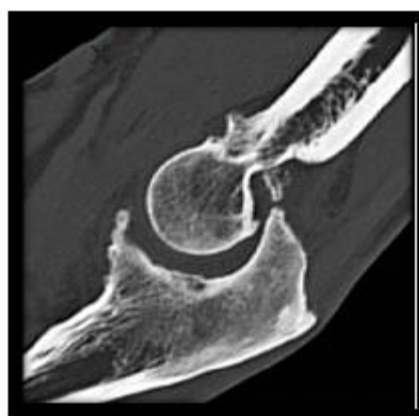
ARTHRO-TDM en plan sagittal : Confirmation de la position intra articulaire du corps étranger postérieur dans la fossette olécraniennne.
